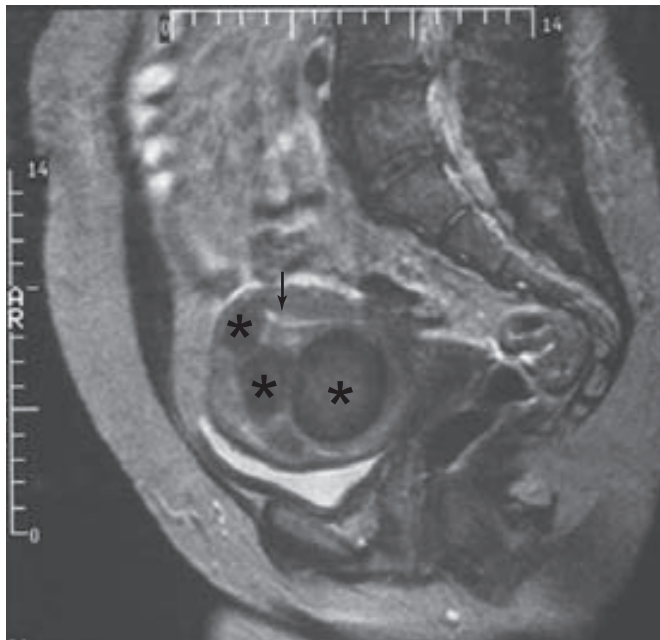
Resonancia magnética sagital ponderada en T2 de un útero que muestra cuatro leiomiomas. Los leiomiomas (*) son las masas redondas, bien delimitadas, oscuras y con una señal poco intensa en la parte posterior del miometrio. El endometrio corresponde a la línea brillante con una señal intensa por delante de los leiomiomas (flecha). (Cortesía de la Dra. Diane Twickler.)
